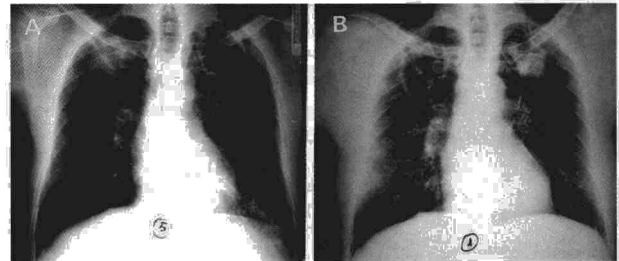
y 3B. Radiografías PA de tórax del segundo enfermo. En la 3A se observa el signo del reloj de arena en el lado izquierdo, con infiltrado basal tras vaciado de la cavidad apical. En la 3B se ha producido el signo del semáforo, con alternancia en el llenado de ambas cavidades.
